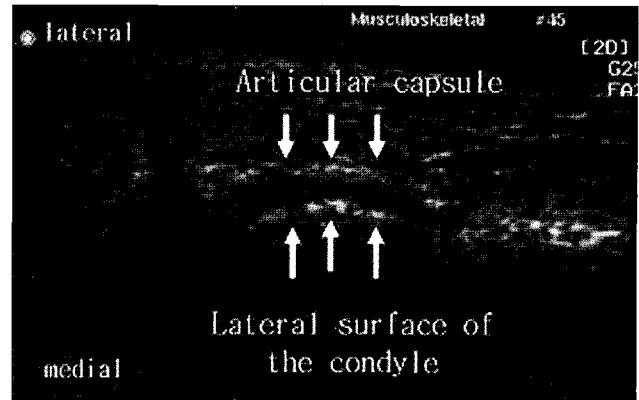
The ultrasonograph at the closed mouth position.
